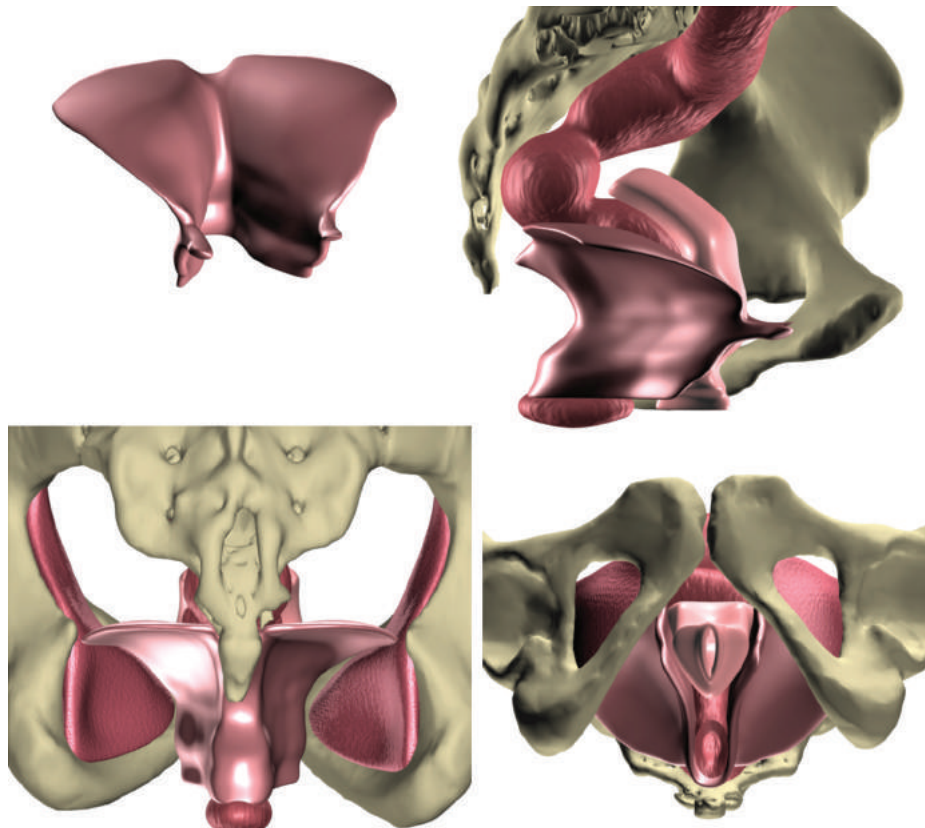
Reconstrucciones tridimensionales mejoradas digitalmente del suelo pélvico femenino a partir de una imagen de resonancia magnética de la pelvis en una mujer nulípara y sana de 23 años. *Arriba a la izquierda*: Vista anterior del músculo elevador del ano con tono de reposo normal. *Superior derecha*: Vista sagital del músculo elevador del ano, la pelvis ósea, la vagina y el recto. *Abajo a la izquierda*: Vista posterior del músculo elevador del ano, los músculos obturadores internos y la pelvis ósea. *Inferior derecha*: Vista de litotomía. (De Barber MD. Puntos de vista contemporáneos sobre la anatomía pélvica femenina. *Cleve Clin J Med.* 2005;72:53.)
